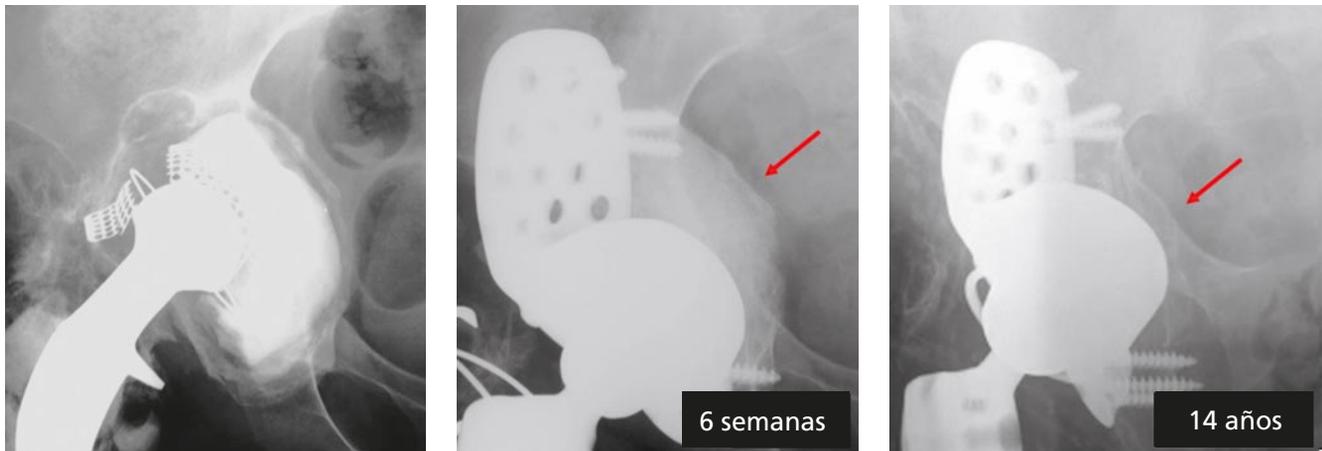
Radiografías preoperatoria, a las seis semanas y a los 14 años del postoperatorio de un paciente al que se realizó una reconstrucción acetabular con un cotilo con tres pestañas. Las flechas rojas señalan la remodelación de la pared medial del acetábulo.
